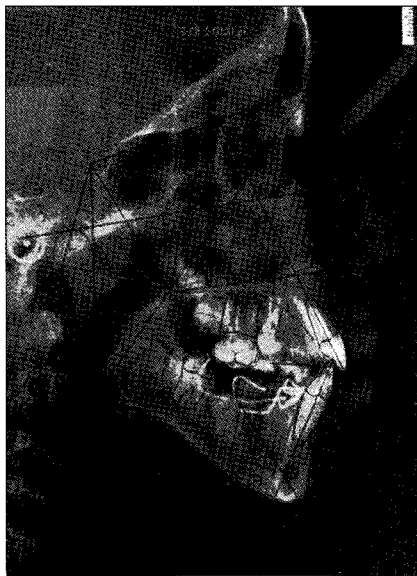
Cephalo radiographic evaluation after appliance delivery.
